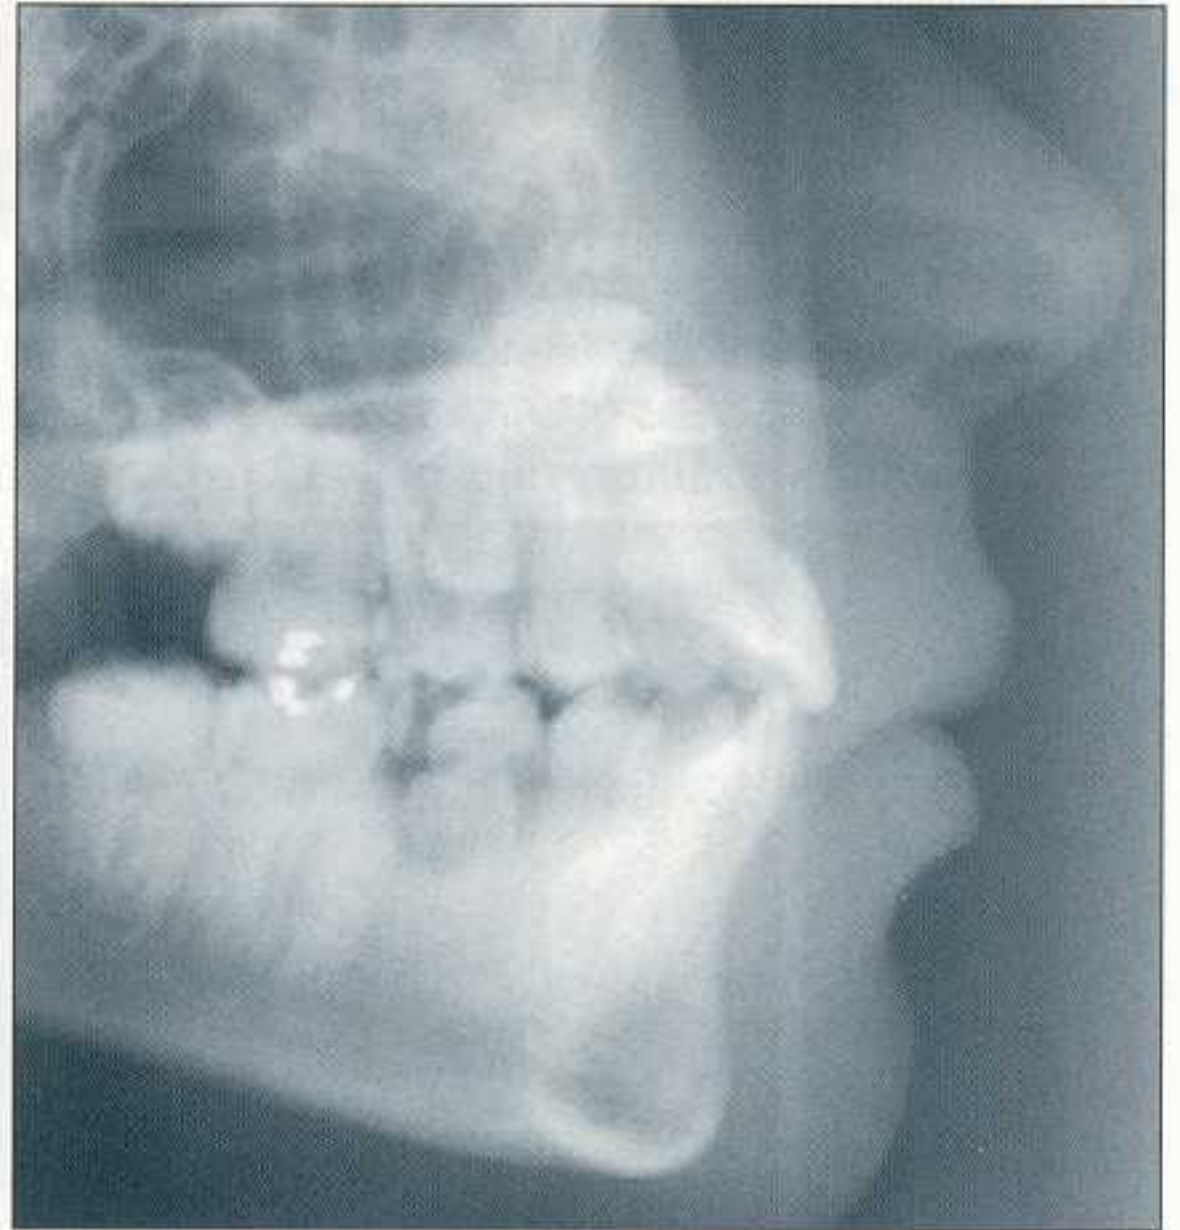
La téléradiographie de profil révèle l'inclinaison des axes des canines ainsi que la situation verticale et antéro-postérieure de leur couronne.
